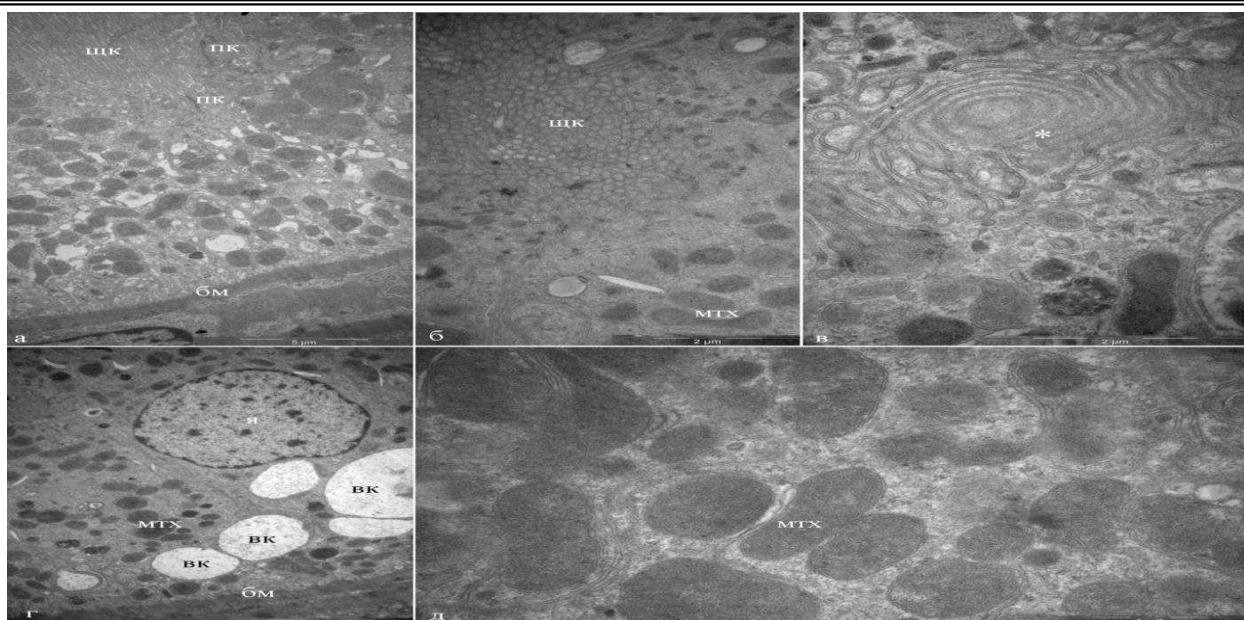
Ультратонкий срез почечной ткани после 30-минутной тепловой ишемии и 60-минутной реперфузии почки.
